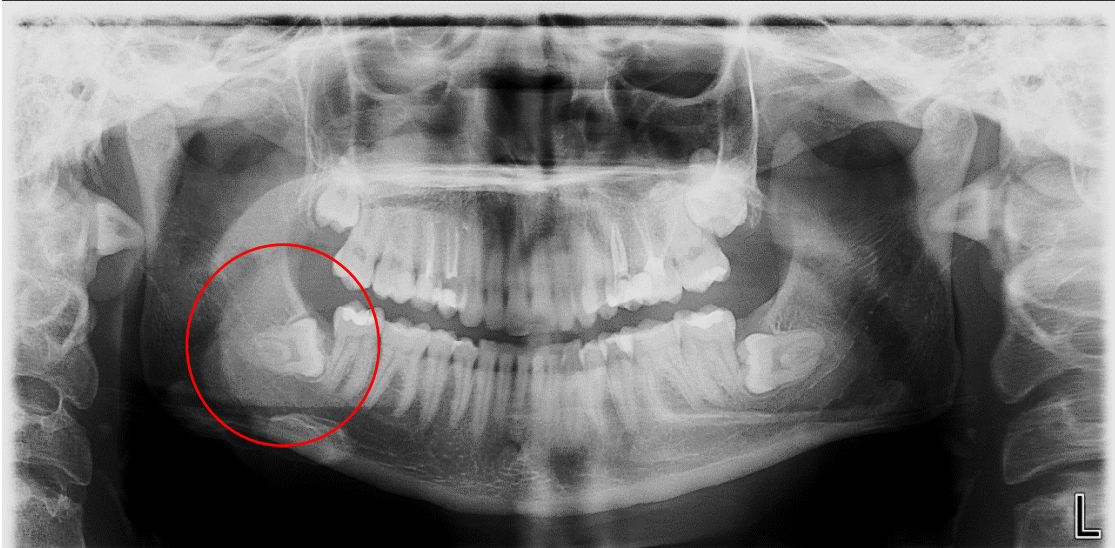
Radiografia panorâmica dentária
